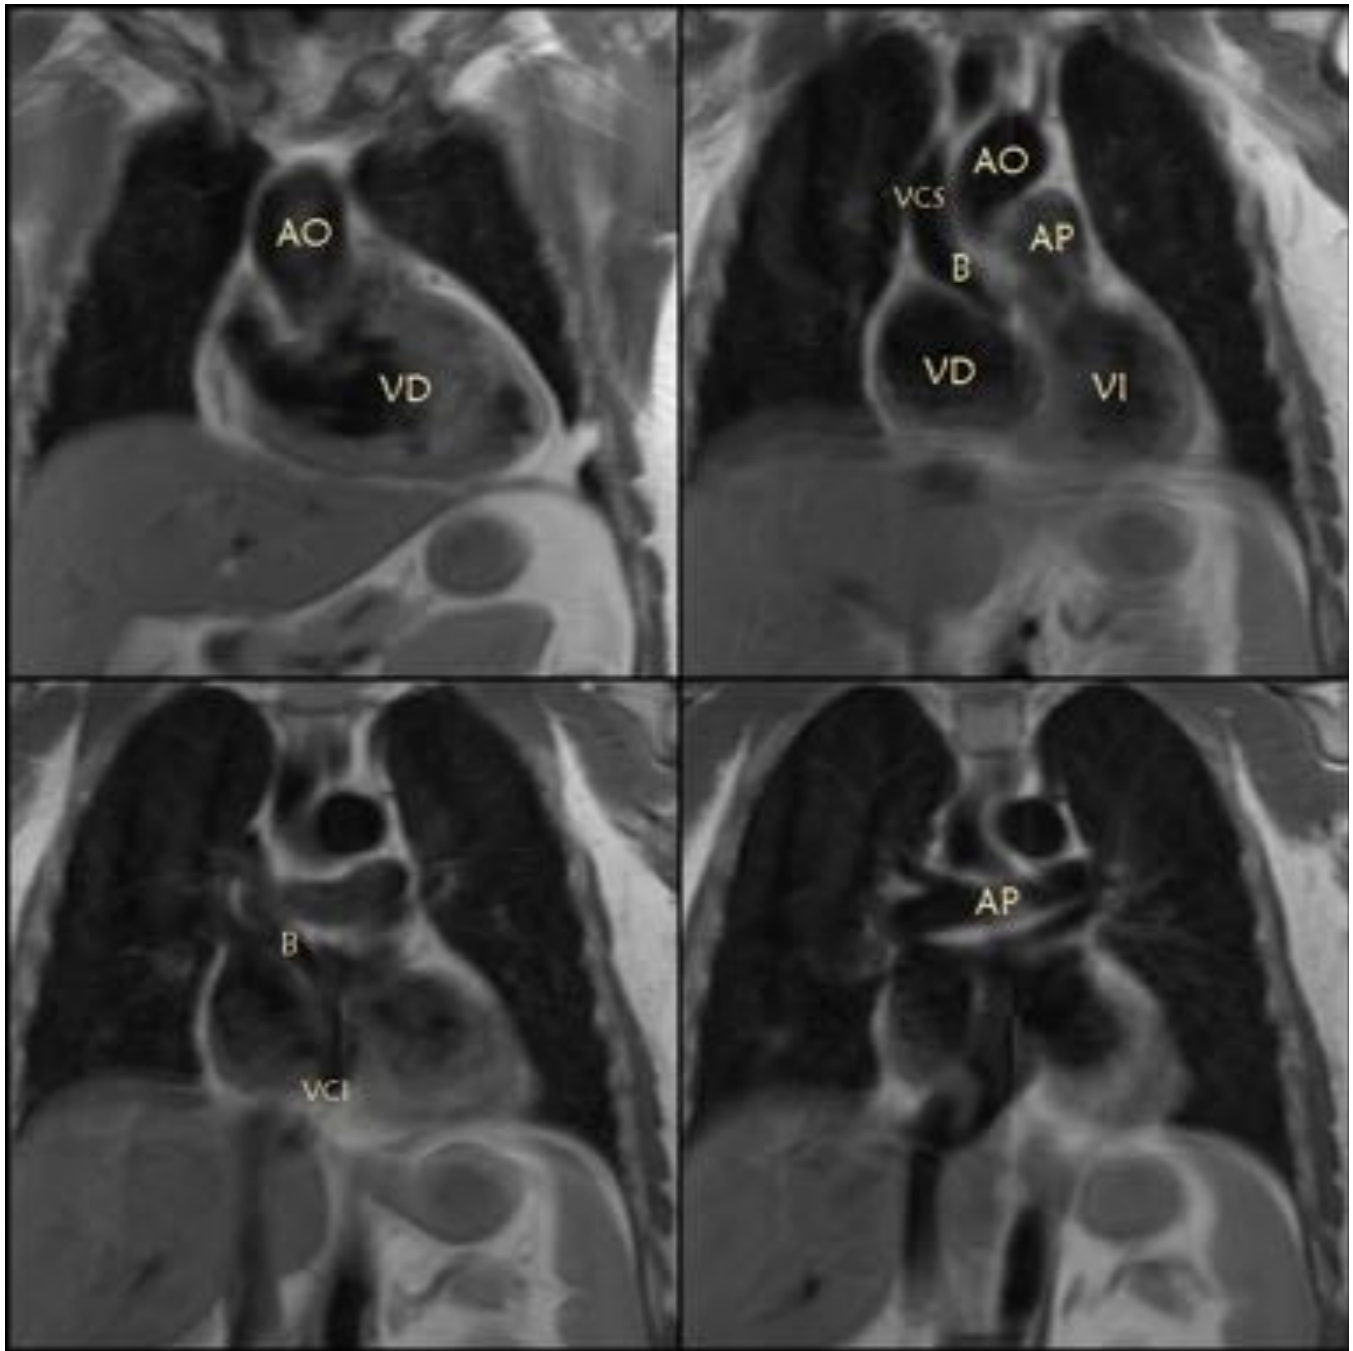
Secuencia morfológica FSE T1 coronal. TGA en un paciente varón de 32 años intervenido mediante la cirugía de Senning. El estudio de RM fue realizado como parte del seguimiento para evaluar las vías y el tamaño y la función de los ventrículos. AO: Aorta. VD: Ventriculo derecho. VCS: Vena cava superior. B: Baffle. AP: Arteria pulmonar. VI: Ventriculo izquierdo. VCI: Vena cava inferior.
